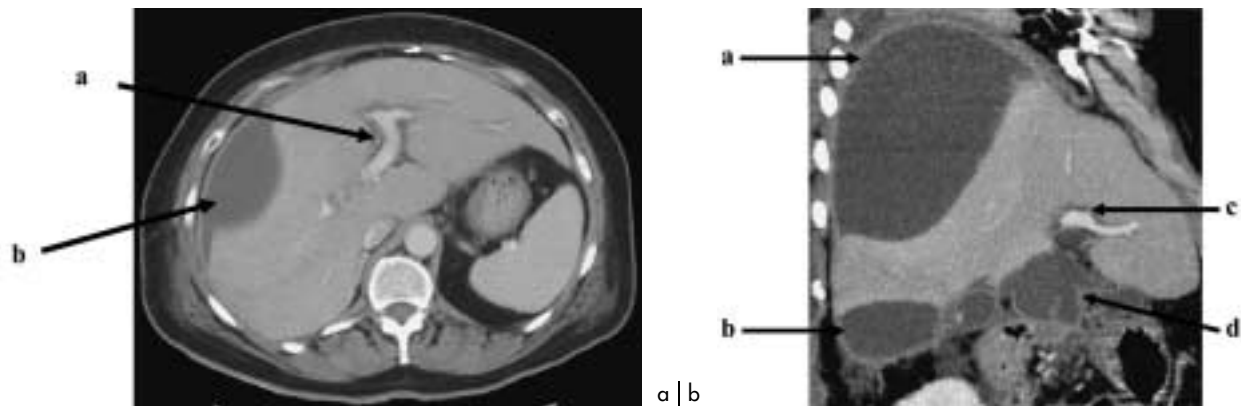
a) Coupe axiale : TDM réalisée à J12 montrant l'infiltration au niveau du tronc porte et de ses branches de division (a) ; ainsi que la constitution d'un pseudo-kyste hépatique droit — dôme hépatique — (b) ;
